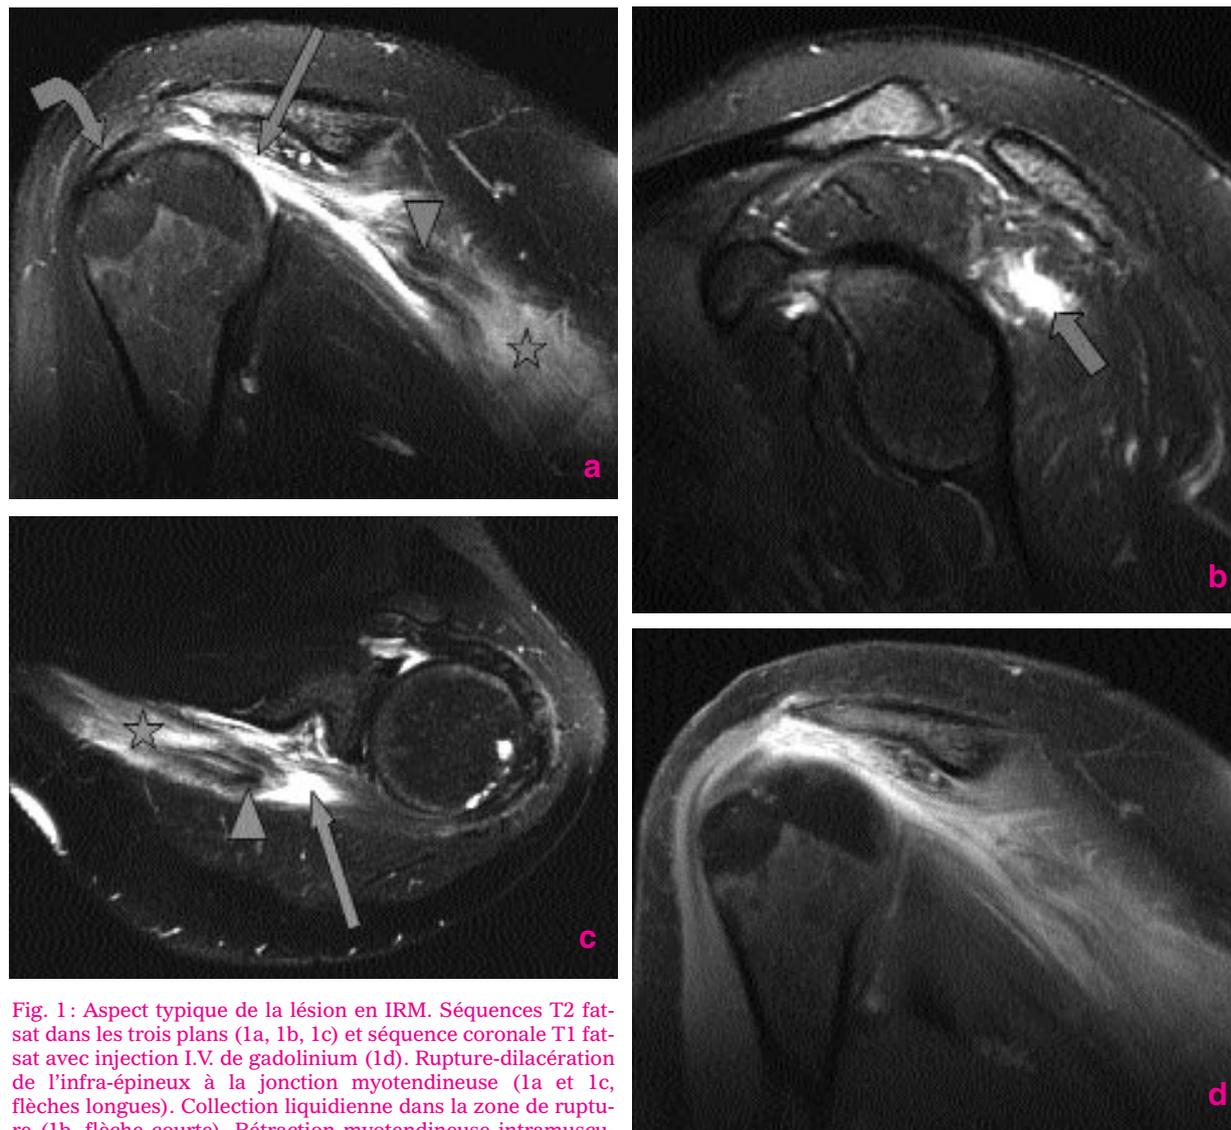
Aspect typique de la lésion en IRM. Séquences T2 fat-sat dans les trois plans (1a, 1b, 1c) et séquence coronale T1 fat-sat avec injection I.V. de gadolinium (1d). Rupture-dilacération de l'infra-épineux à la jonction myotendineuse (1a et 1c, flèches longues). Collection liquidienne dans la zone de rupture (1b, flèche courte). Rétraction myotendineuse intramusculaire (1a et 1c, têtes de flèche). Œdème musculaire (1a et 1c, étoiles). Réhaussement par le produit de contraste (1d). La partie distale du tendon infra-épineux n'est pas lésée (1a, flèche courbe).
